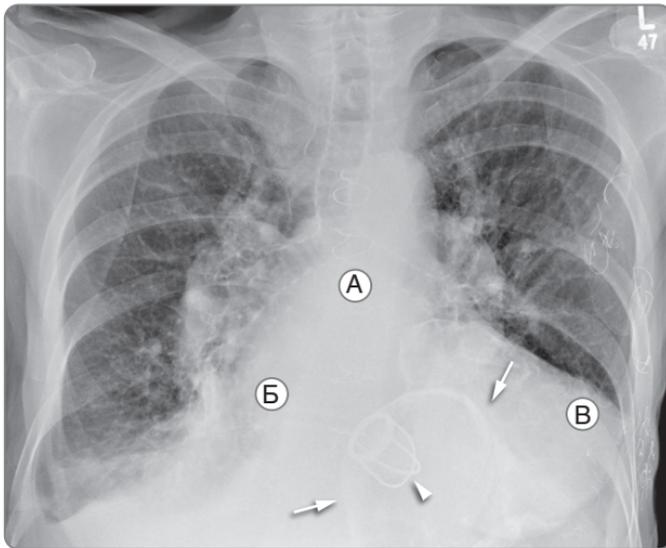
Рентгенограмма органов грудной клетки. Митральная регургитация. Кардиомегалия с дилатацией левого предсердия (увеличение угла бифуркации трахеи (А), двойная граница правых отделов сердца (Б) и желудочка (В). Небольшой объем плеврального выпота справа. Кальцификация митрального кольца (стрелки) встречается довольно часто и не сопровождается значимыми нарушениями функции сердца. Визуализируются металлический протез митрального клапана (указан стрелкой) и соединительная проволока после стернотомии
